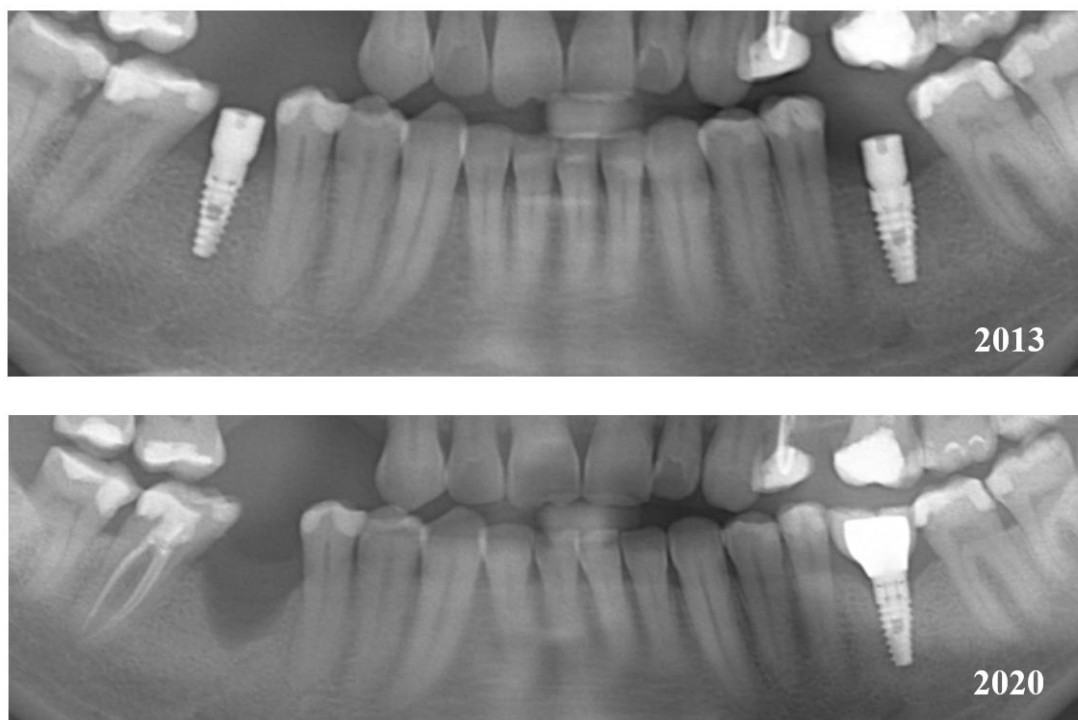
Ортопантомограммы пациента, запротезированного с использованием оригинальных абатментов BioHorizons TI
